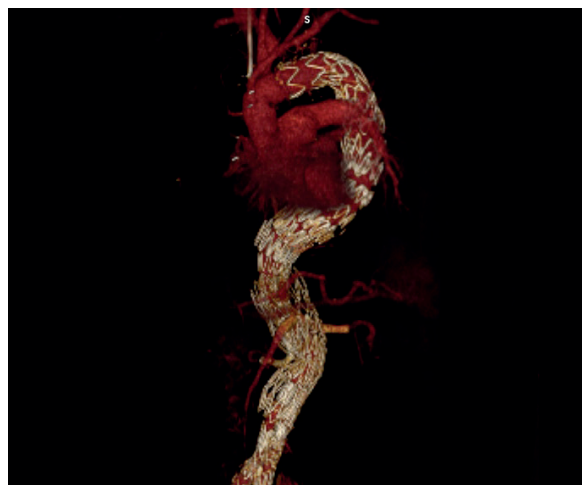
reconstrução de angio TC Follow-up
